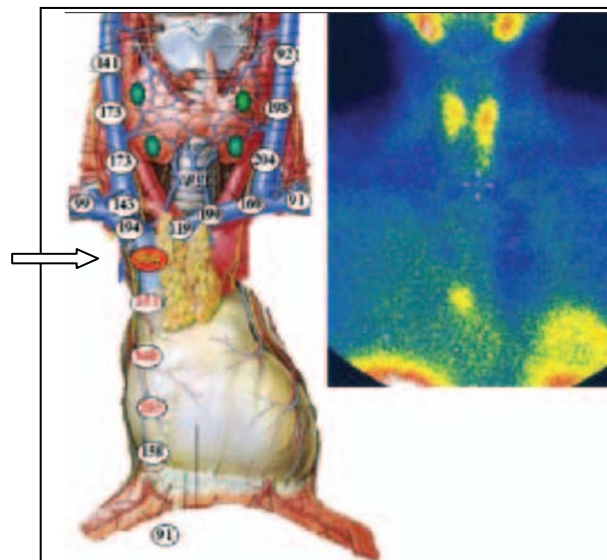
[136] : Cartographie de PTH pour un foyer médiastinal hyperfixant à la scintigraphie au Mibi.
